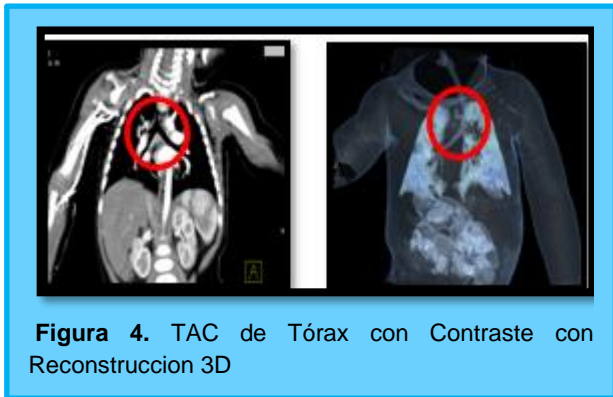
TAC de Tórax con Contraste con Reconstrucción 3D
